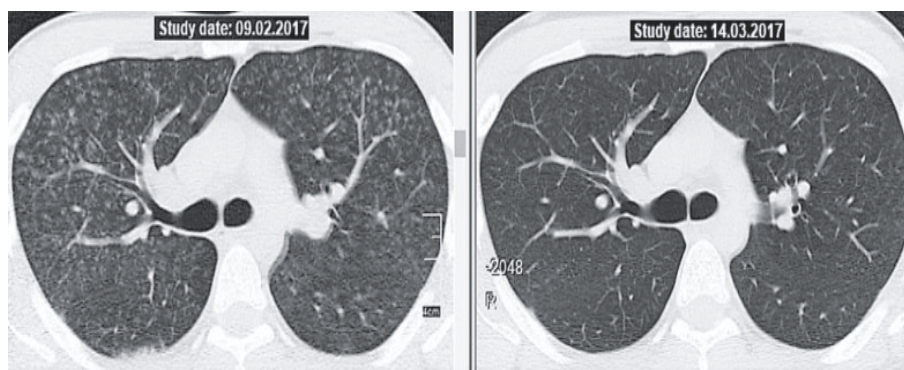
КТ больного О., 22 лет, ГП, острая форма; слева — до лечения, справа — через 1 мес после проведения ГКС-терапии.
